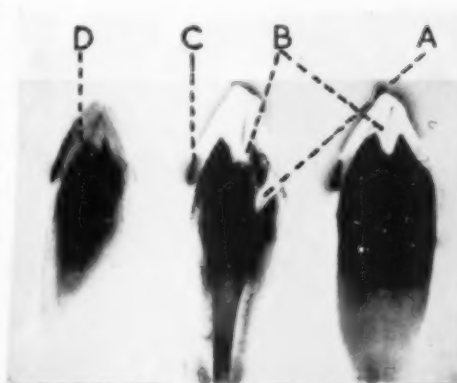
Serial autoradiographs of a heavily attrited tooth of a man, aged 52, after immersion of the crown for 16 days in C^{14} labelled glucose solution. $\times 1\frac{1}{2}$.
